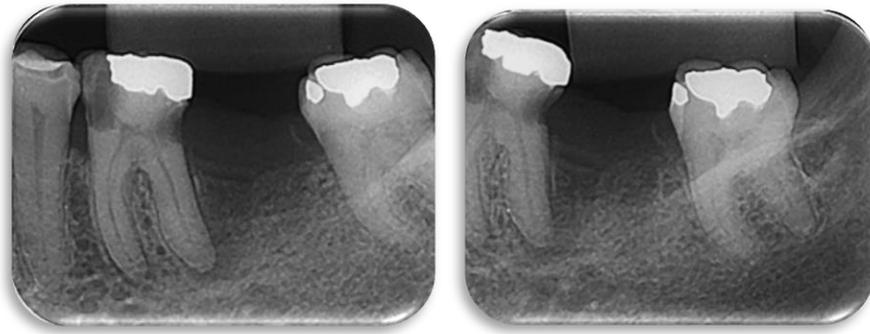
A) Radiografias periapicais prévias.
